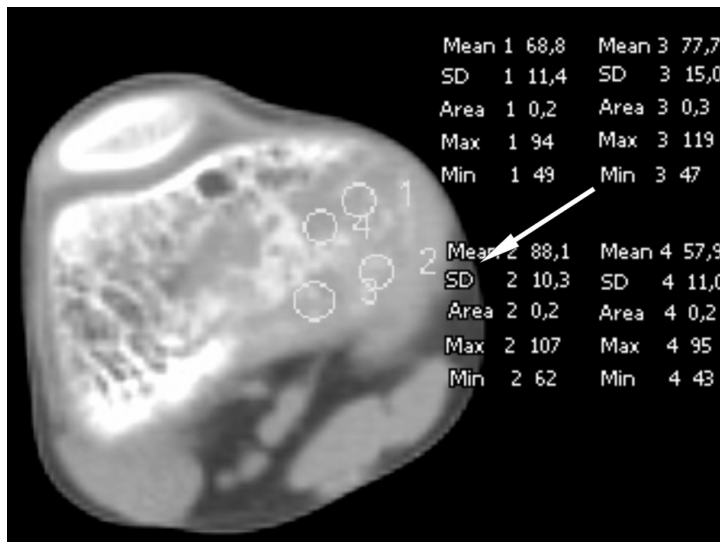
КТ коленных суставов, аксиальный срез на уровне дистального метаэпифиза левой бедренной кости больного витамин D-резистентным рахитом С., 12 лет, до лечения. Локальная плотность в медиальных отделах на этом уровне от +43 до +119 HU. Стрелкой указано истончение кортикальной пластинки
